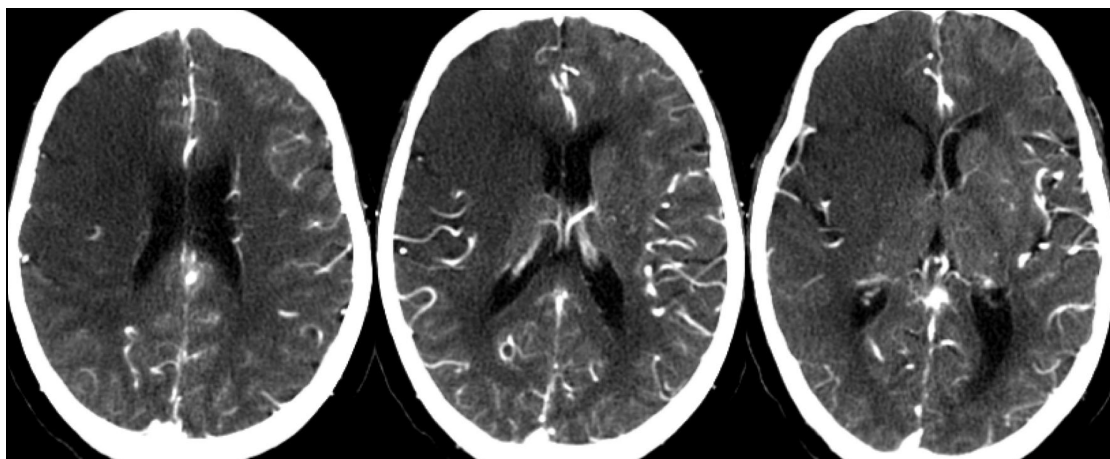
CTA 源图像示右侧大脑中动脉供血区较大范围低密度影
